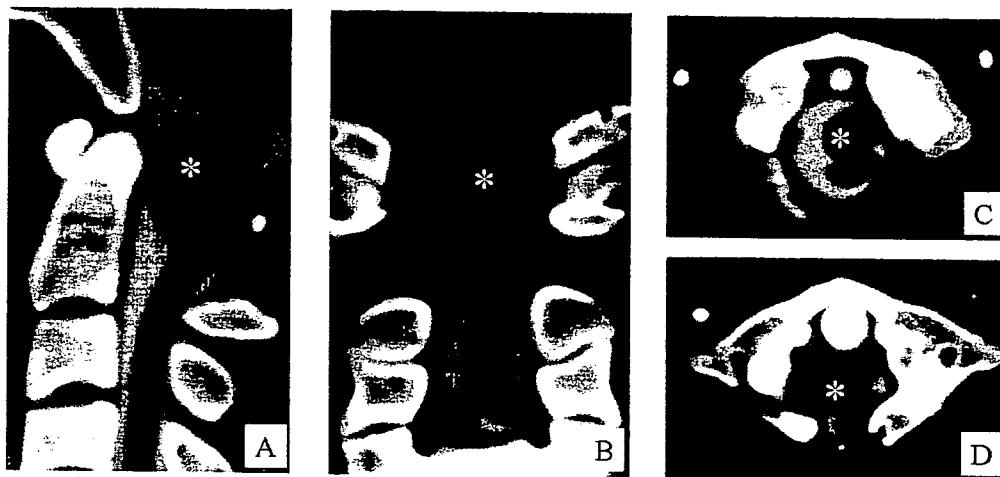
術前脊髓造影後 CT. *は腫瘍. A: 矢状断像. B: 冠状断像. C: 横断像環椎上縁レベル. D: 横断像環椎レベル. 脊髓腹側の腫瘍は正中を超え左側まで達し, 脊髓は切除後弓部に嵌入している.
